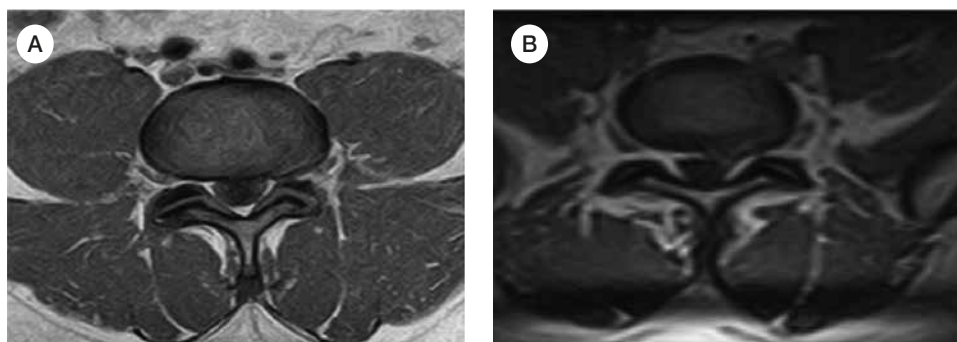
• (A) RM standard con persona supina; (B) RM sotto carico con persona in ortostatismo: si può notare come l'ernia discale sinistra risulti aumentata nella RM sotto carico.
